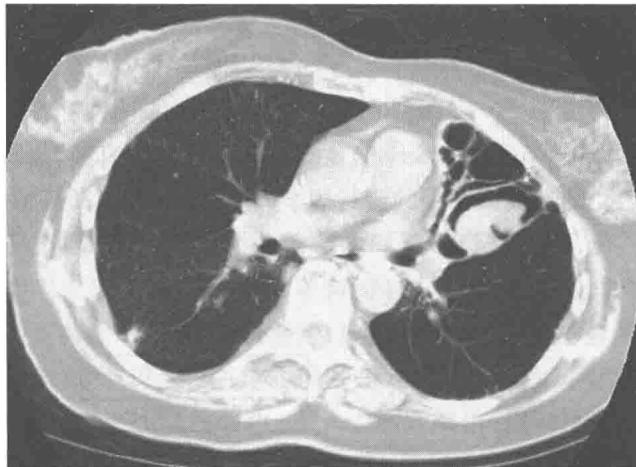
胸部CT显示左肺上叶多发空洞影，部分空洞内可见孤立球形灶，可见空气半月征
